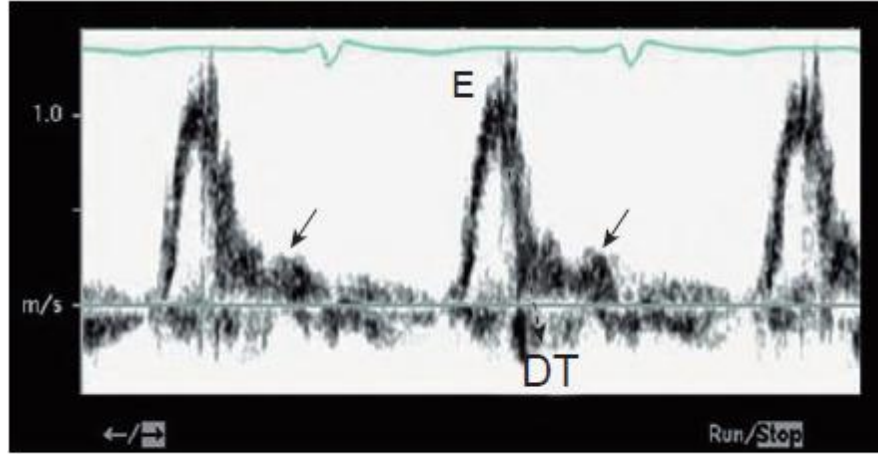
Mitral inflow Doppler in a child with abnormal ventricular compliance. Note the increased early diastolic (E) velocities and rapid deceleration time (DT) of the E-wave velocity secondary to the poor compliance as ventricular pressure rises rapidly during early filling, abolishing the early transvalvar gradient across the mitral valve. In late diastole, ventricular pressures have risen to the point where very little additional filling occurs with atrial contraction (arrows).
